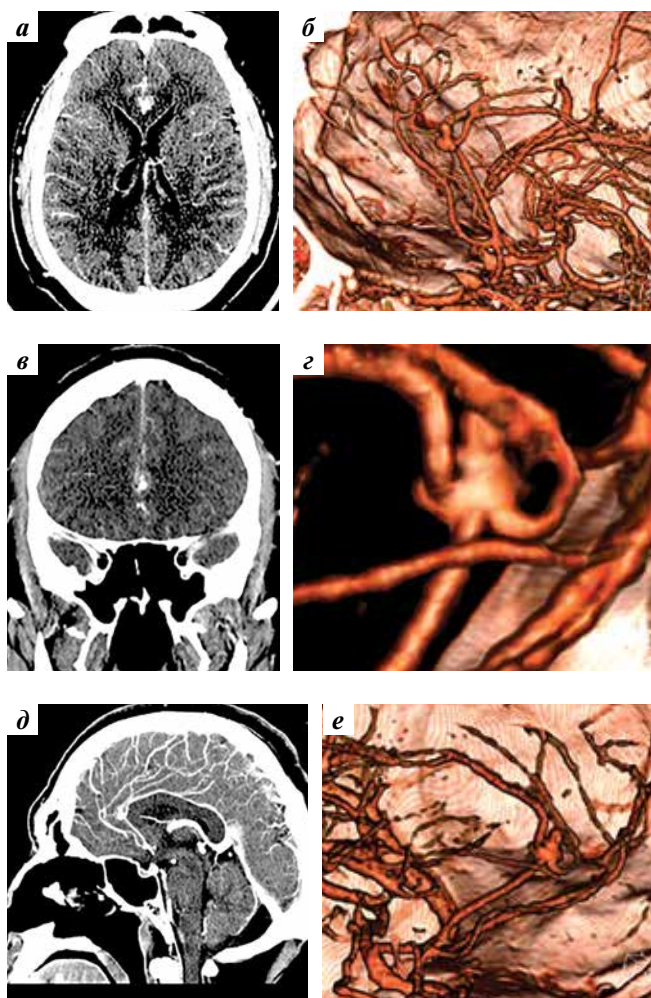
Компьютерная томография с ангиографией сосудов головного мозга: а — аксиальная проекция; б — трехмерная реконструкция (вид слева); в — фронтальная проекция; г — увеличенная трехмерная реконструкция (вид сзади); д — сагиттальная проекция; е — трехмерная реконструкция (косой вид сзади)
